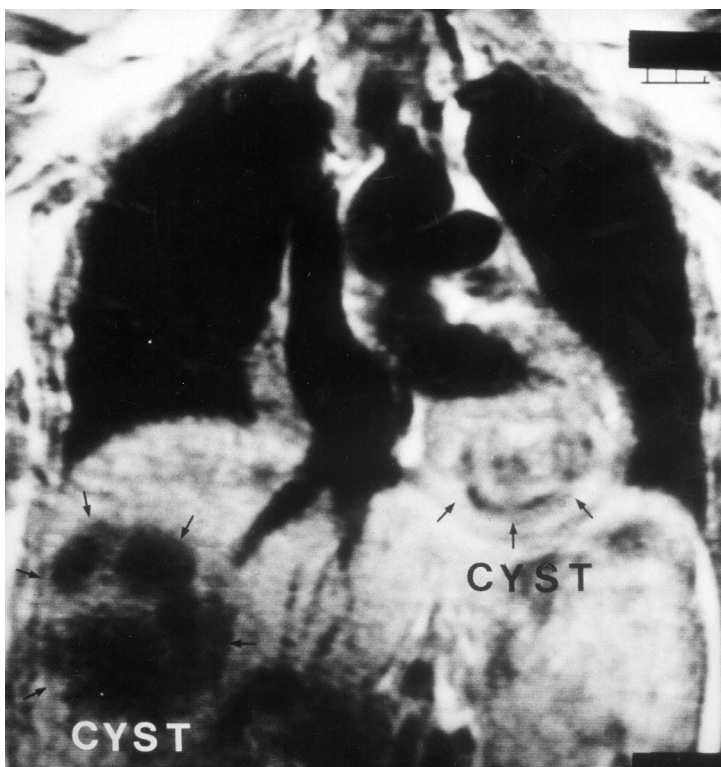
Эхинококковые кисты печени и сердца, магнитно-резонансная томограмма во фронтальной плоскости. Многокамерная киста печени, киста нижней стенки левого желудочка. CYST — киста.
